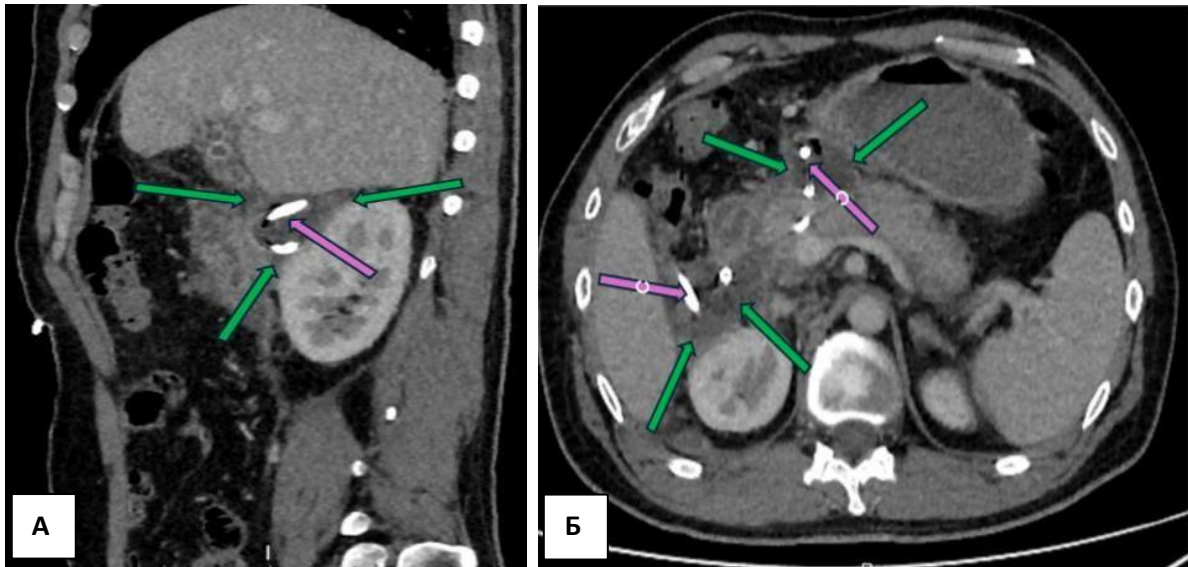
КТ с внутривенным болюсным контрастированием, венозная фаза. 20 сутки заболевания. А – сагитальная, Б – аксиальная проекции. Уменьшение объема жидкостных скоплений (зеленые стрелки) по передней поверхности фасции Герота справа (А,Б) и в сальниковой сумке (Б), завитки дренажей в области скоплений (фиолетовые стрелки)
